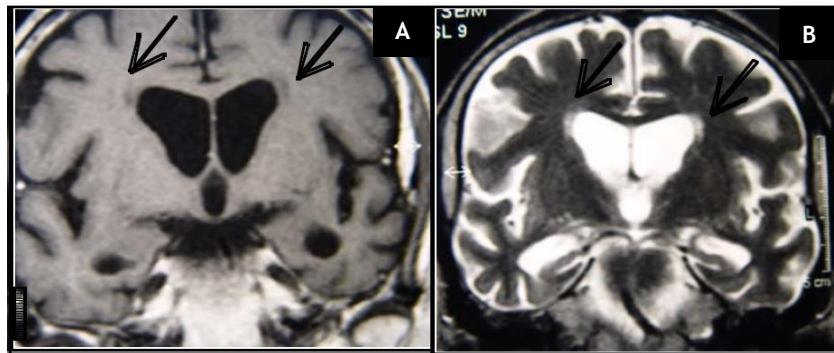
RMN cerebral - cortes coronais nas ponderações T1 (A) e T2 (B) de um doente com NS. As setas indicam áreas de enfarte lacunar – retirado de (4)
